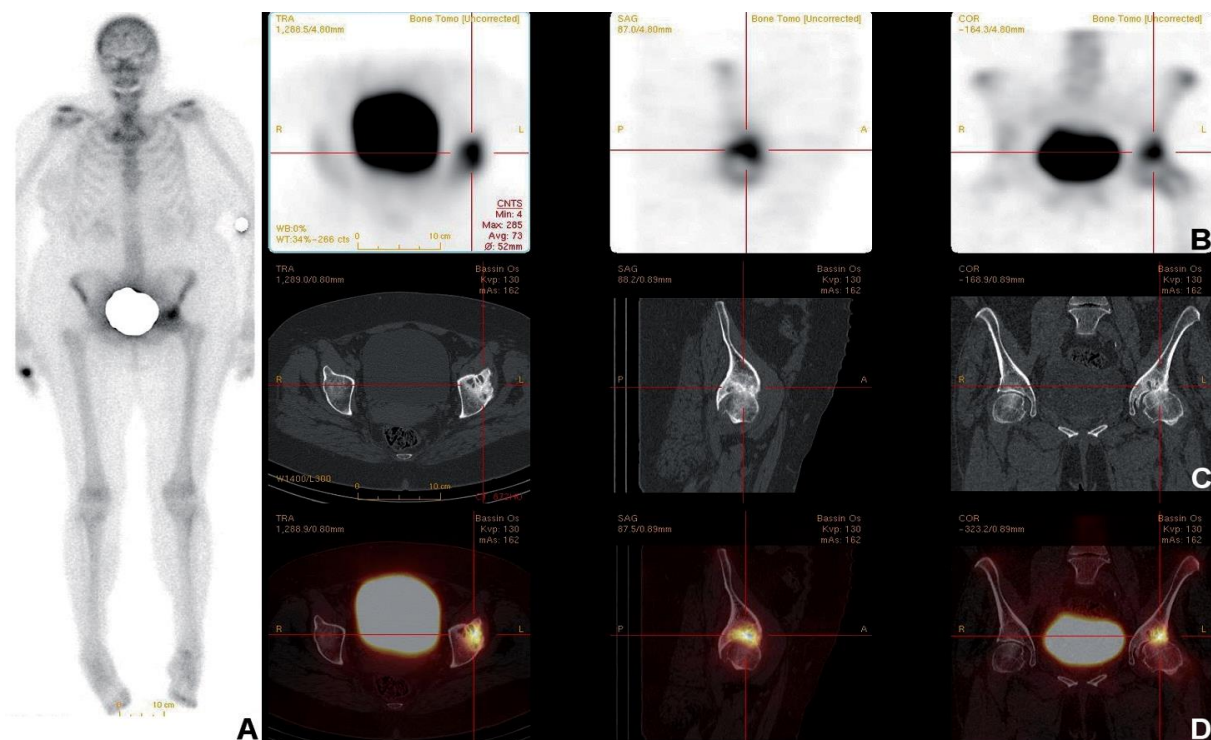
Une scintigraphie osseuse planaire
